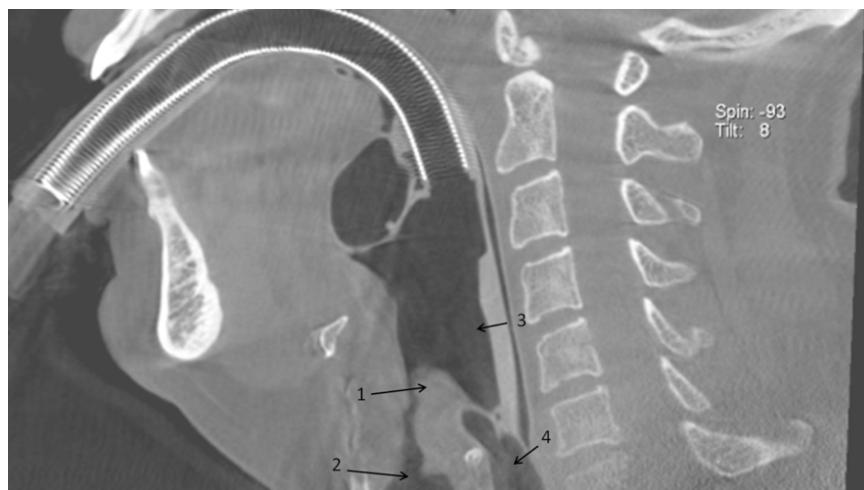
Imagen de una mascarilla laringea, insertada en su posición, en una resonancia magnética nuclear. (1. Epiglotis, 2. Tráquea, 3. Mascarilla Laríngea, 4. Esófago)
